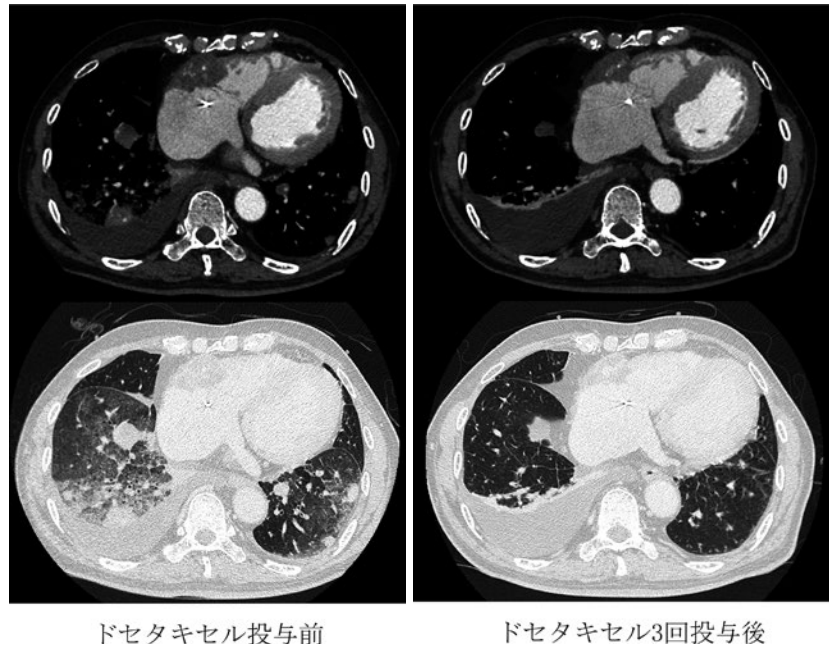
胸部造影CT. 右房に、点状の造影効果を伴い、右冠動脈を一部巻き込む腫瘤がある。両肺胸膜直下に、造影効果や周囲のすりガラス影を伴う結節影が複数ある。右肺下葉優位に小葉間隔壁の肥厚を伴うすりガラス影がある。ドセタキセルを3回投与し、原発巣、転移巣ともに縮小し、すりガラス影もほぼ消失した。胸水貯留は残存した。
